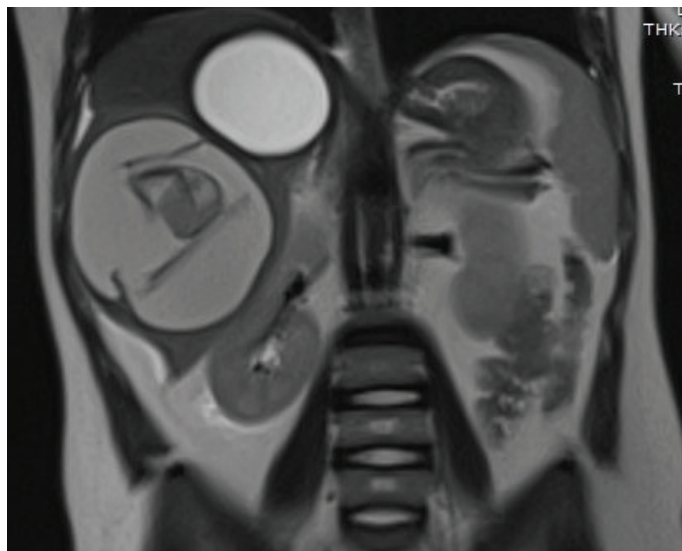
Hastamızın manyetik rezonans görüntülemesi
